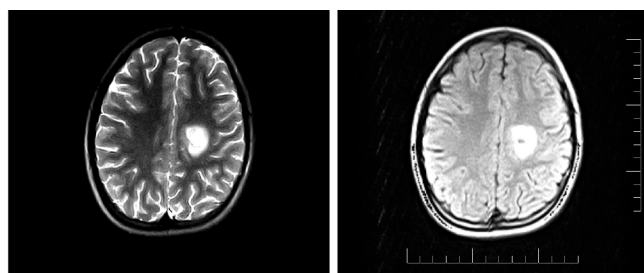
Пациентка Б. МРТ (T2 и T1+C режимы) от 2016 года.
